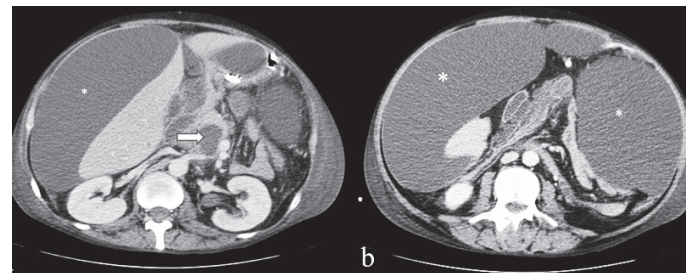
TC abdominal mostrando volumosa ascite septada comunicante (\*), colecções líquidas peripancreáticas (seta), sem sinais imagiológicos de colecistite aguda.
